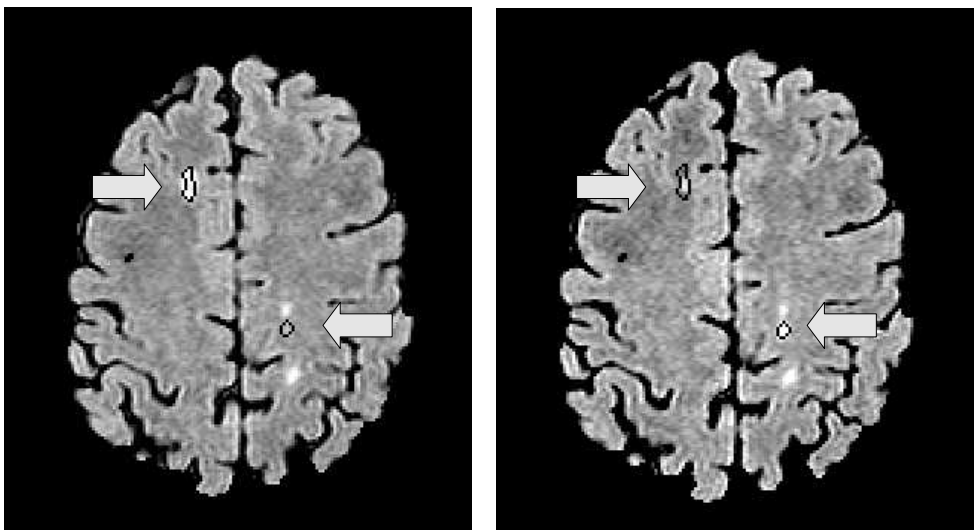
Données cliniques (images FLAIR), à gauche : premier examen, à droite : deuxième examen. Deux changements signalés par les flèches ont été détectés pour cette coupe (les contours des lésions sont en noir). Une lésion présente à l'examen 1 a disparu à l'examen 2 (en haut à gauche) et une lésion apparaît au deuxième examen (en bas à droite).
